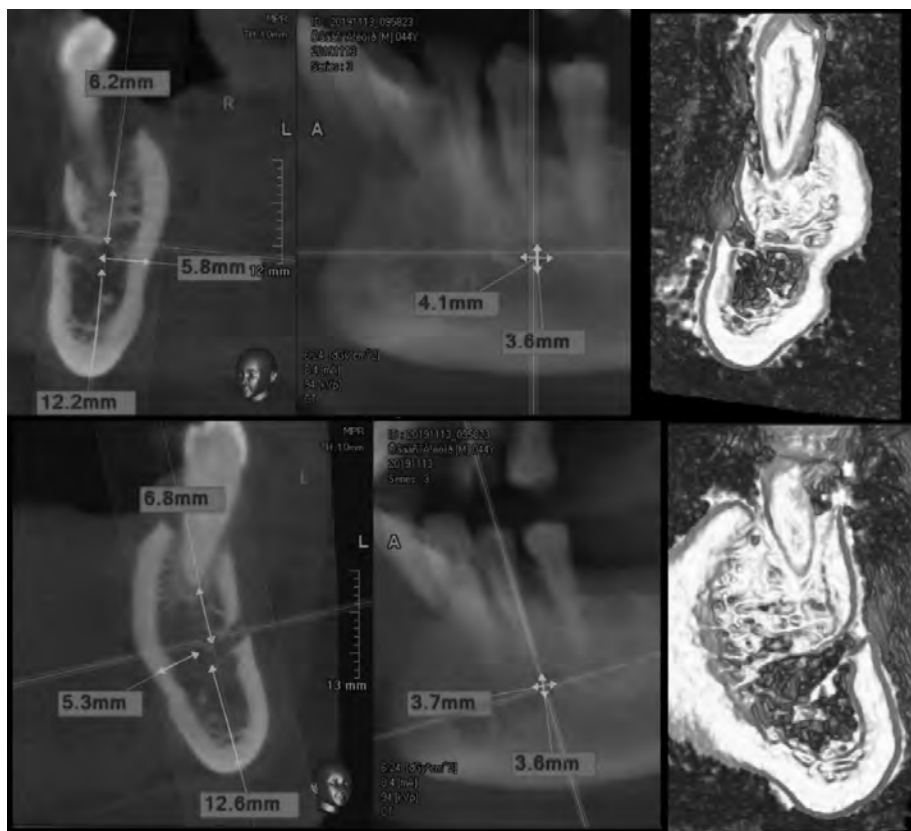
Комп'ютерна томограма НЩ чоловіка 49 років
